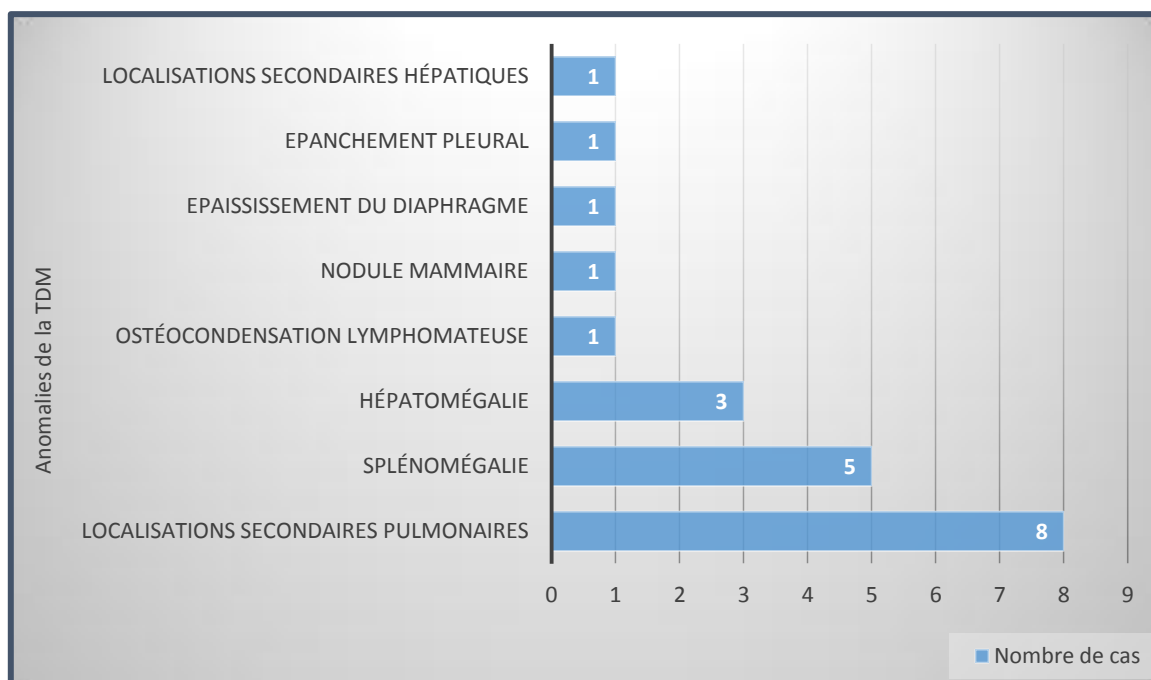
Anomalies retrouvées sur la TDM TAP
